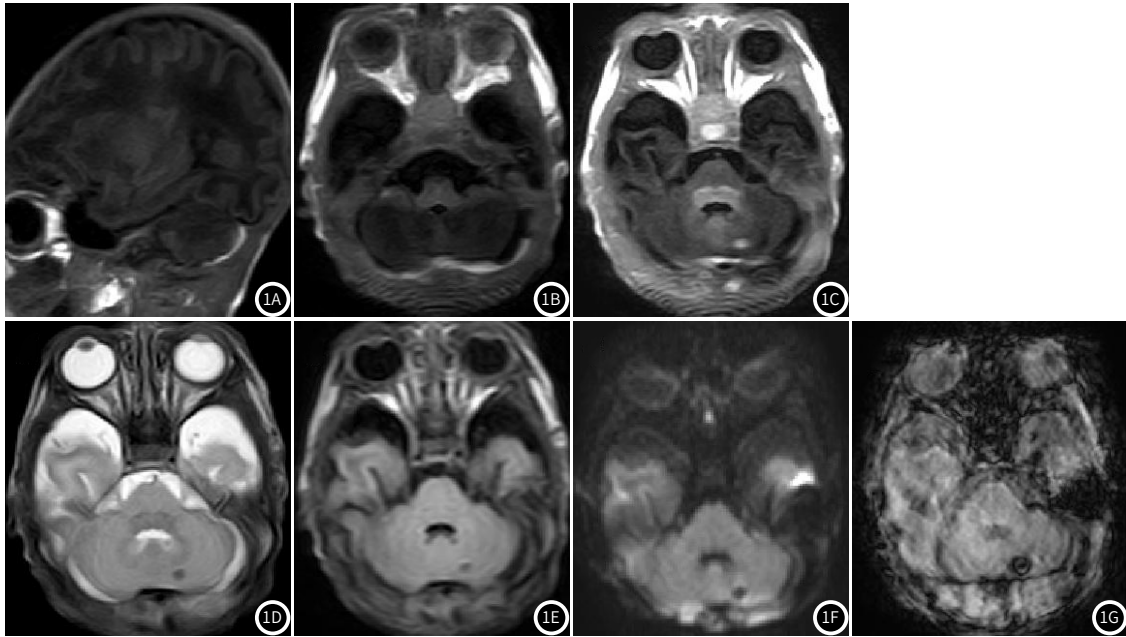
~图1G 后颅窝硬膜下出血及左侧小脑半球出血T1WI、T2WI、FLAIR、DWI及SWI。图1A~1G: 硬膜下出血出血表现为T1WI高信号，T2WI及FLAIR、DWI、SWI低信号。图1C~1G: 左侧小脑半球出血表现为T1WI高信号，T2WI及FLAIR、DWI、SWI低信号。
